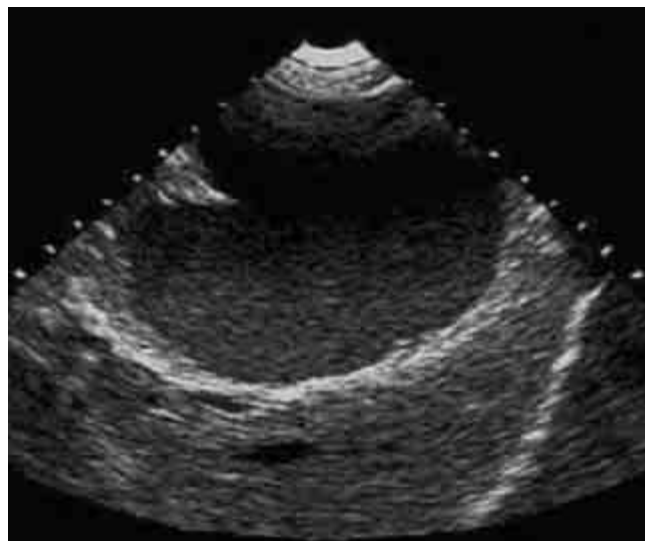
Ultrasonido mostrando gran quiste hepático.
